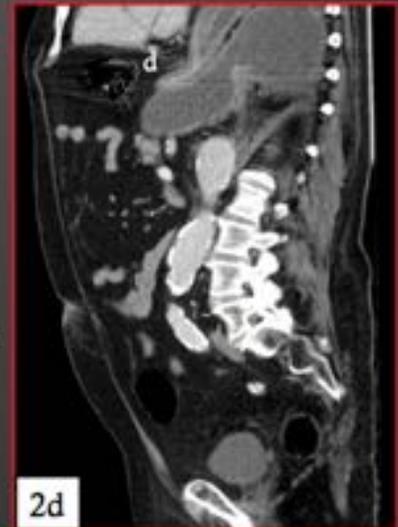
Varón de 79 años que acude a urgencias por importante dolor epigástrico y vómitos biliosos. 2.a En la radiografía de tórax se observa una dilatación de la cámara gástrica por encima del diafragma sugestivo de hernia hiatal. No se consigue colocar la SNG. 2.b En la TC observamos dilatación de la cámara gástrica que se encuentra ascendida en tórax a través de una hernia paraesofágica, con alteración de la disposición anatómica gástrica observando una inversión de las curvaturas con alteración de la disposición del bulbo duodenal (fig.2d). El antro (a) y fundus (f) se identifican en el mismo corte axial (fig. 2b). Se aprecia pligüe (flecha verde fig.2c) en la luz gástrica que corresponde con el punto de torsión.
